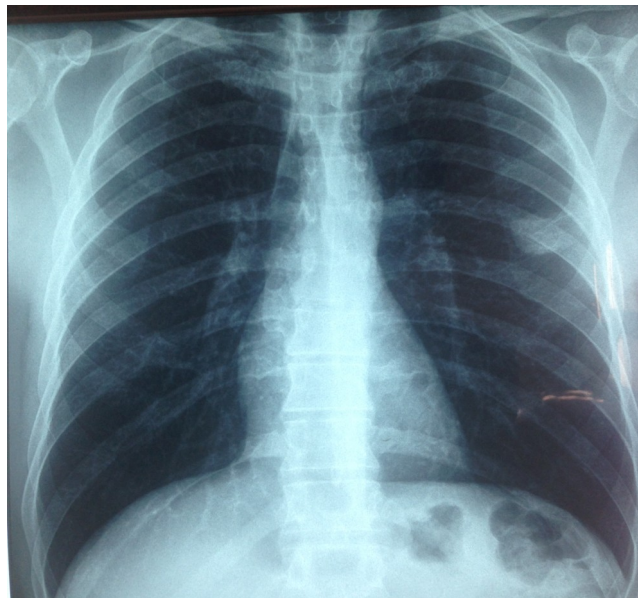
Radiographie thoracique de face montrant un nodule pulmonaire axillaire gauche.
